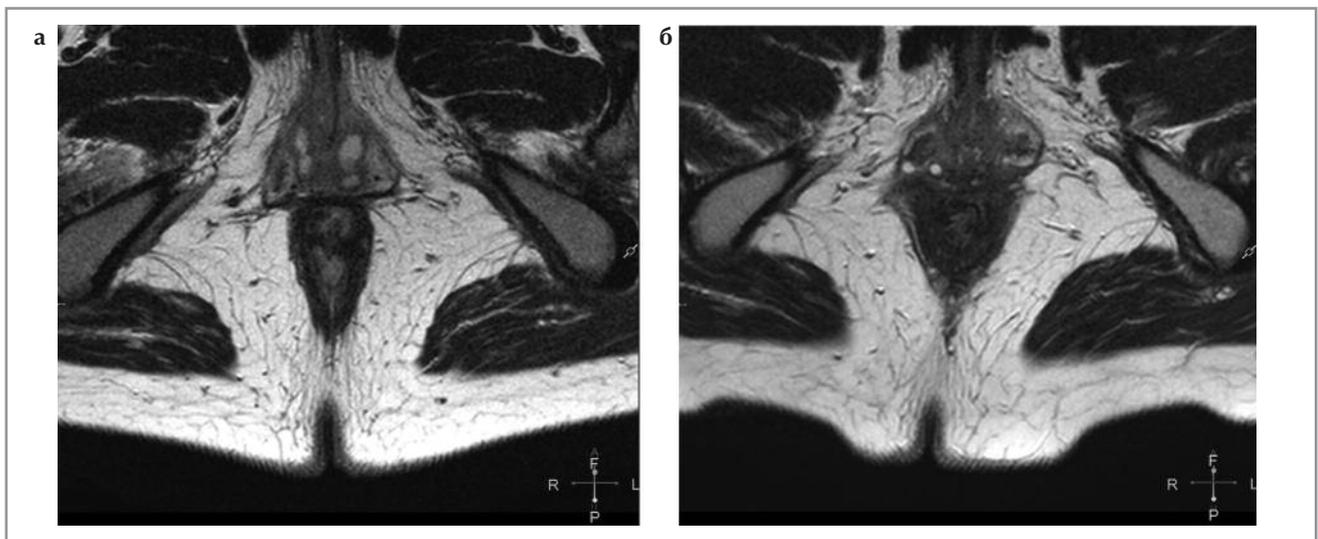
(а, б). Динамика МРТ малого таза пациентки К., 26 лет, и/б 3176/15, и/б 2004/16. Диагноз: БК толстой кишки. Периаанальные поражения: передний и задний трансфинктерные свищи.
